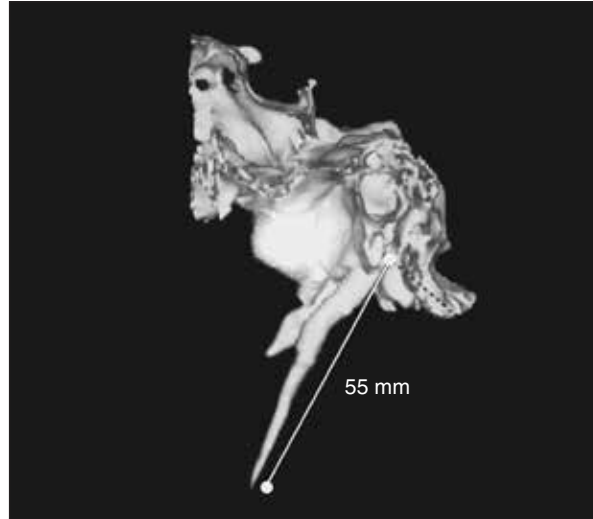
Reconstrução tridimensional da tomografia computadorizada.
